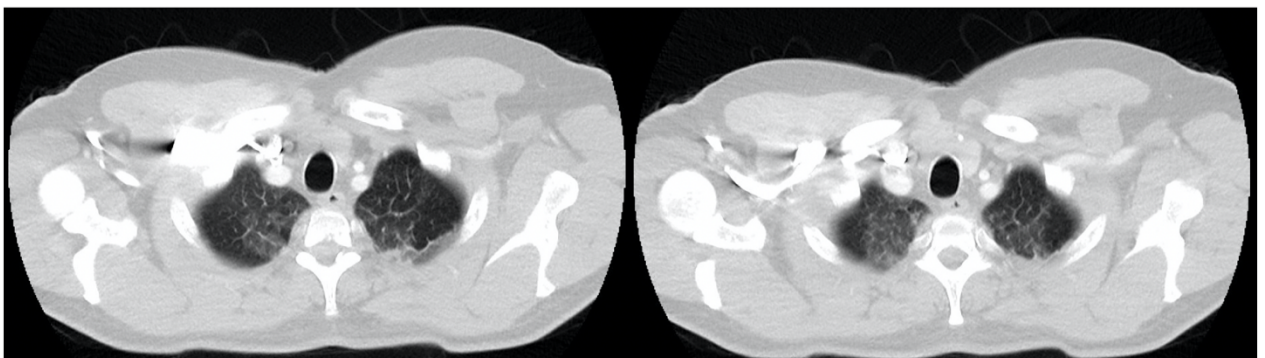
CT-Untersuchung vom 23.09.2020
